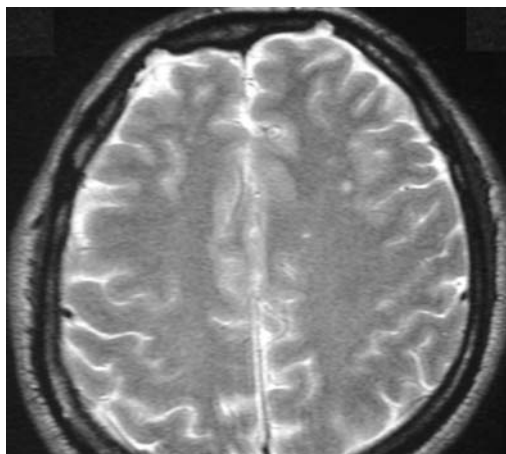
RMN donde se observan lesiones desmielinizantes no perivasculares ni confluyentes en ambos hemisferios cerebrales.
